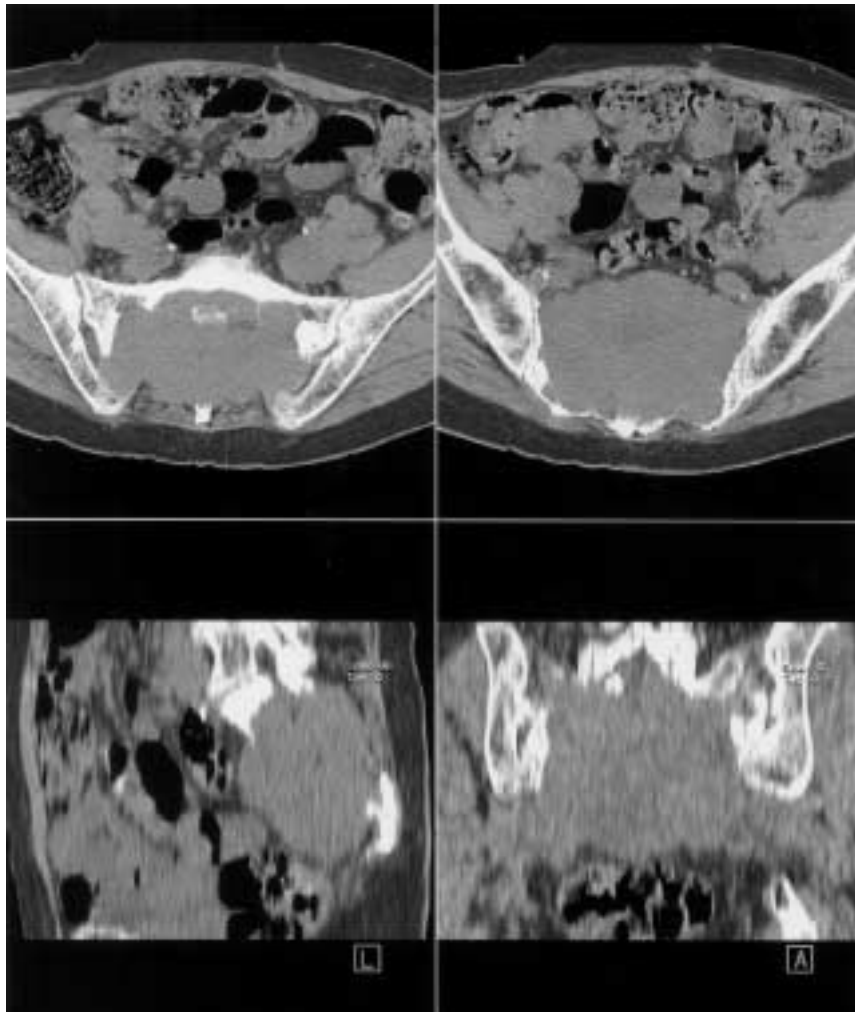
Computertomographie des Beckens: Fortgeschrittene Knochendestruktion des Sakrums mit nach präsakral reichendem Weichteiltumor (Institut für Radiologie KSSG).
